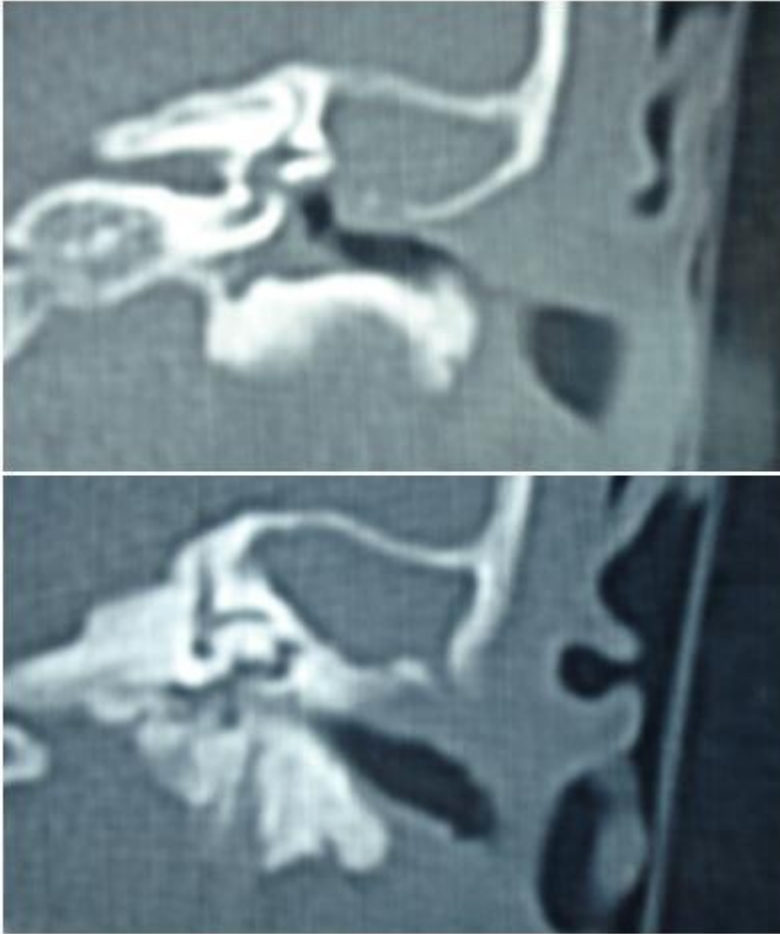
Tomografía computada de un caso con tuberculosis ótica en la cual se observa densidad de tejidos blandos en cavidad timpánica y celdillas mastoideas con datos de erosión de cadena osicular y cortical externa.
